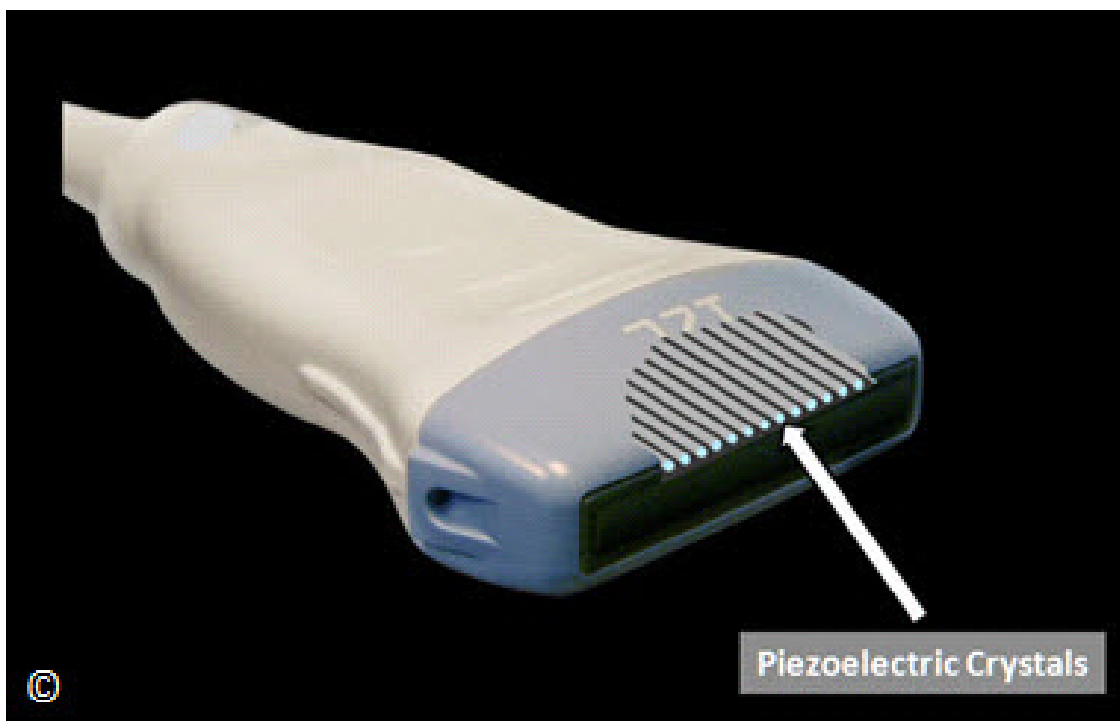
Aquí demostramos los cristales piezoeléctricos dentro de un transductor. Tenga en cuenta la disposición simétrica de los cristales. La figura 1.4 fue modificada de la Sociedad de Ultrasonido en la Educación Médica (SUSME.org) con permiso
